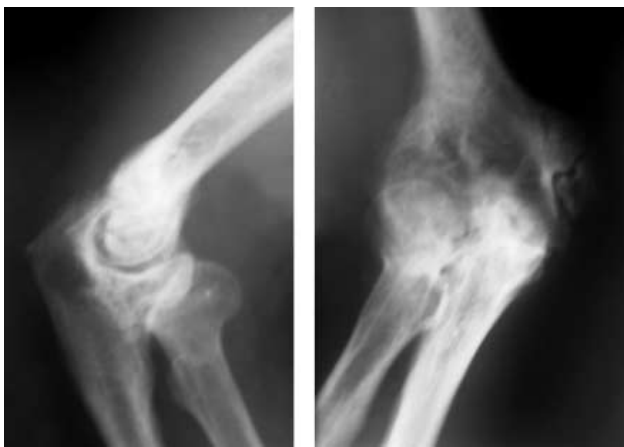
Сонограммы и рентгенограммы больного Б. с повреждением локтевого нерва в Гуйоновом канале. а – Рентгенограмма больного Б. – деформирующий артроз локтевого сустава. б – Продольная сонограмма. Диаметр нерва уменьшен в 2 раза в результате сдавления, причиной которого являются оссификаты. в – Две совмещенные поперечные сонограммы. Слева – диаметр нерва на здоровом участке. Справа – диаметр нерва уменьшен в 2 раза в результате сдавления, причиной которого являются оссификаты.
